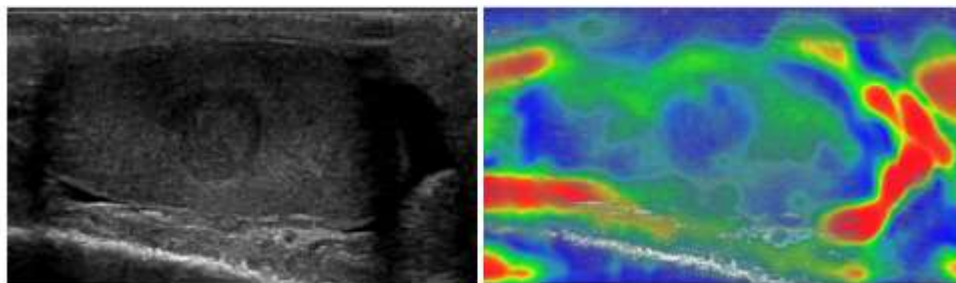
Elastosonografia di un Seminoma
